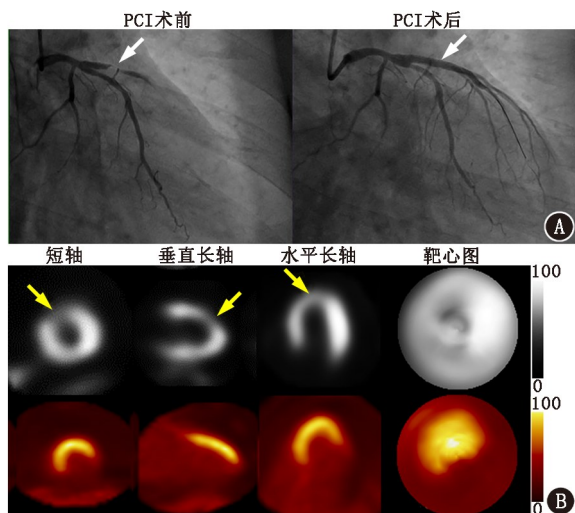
急性心肌梗死患者经皮冠状动脉介入治疗(PCI)前后的影像学检查图像。A. 冠状动脉造影显示左前降支闭塞, PCI 术后局部血流恢复(箭头示); B. $^{99}\text{Tc}^{\text{m}}$ -甲氧基异丁基异腈(MIBI)静息心肌灌注显像(MPI; 上排)示左心室前壁近心尖段灌注缺损(箭头示), $^{18}\text{F-FDG}$ PET 显像(下排)示左心室前壁及前间隔 $^{18}\text{F-FDG}$ 摄取增高, 且 $^{18}\text{F-FDG}$ 摄取范围明显大于灌注缺损范围
